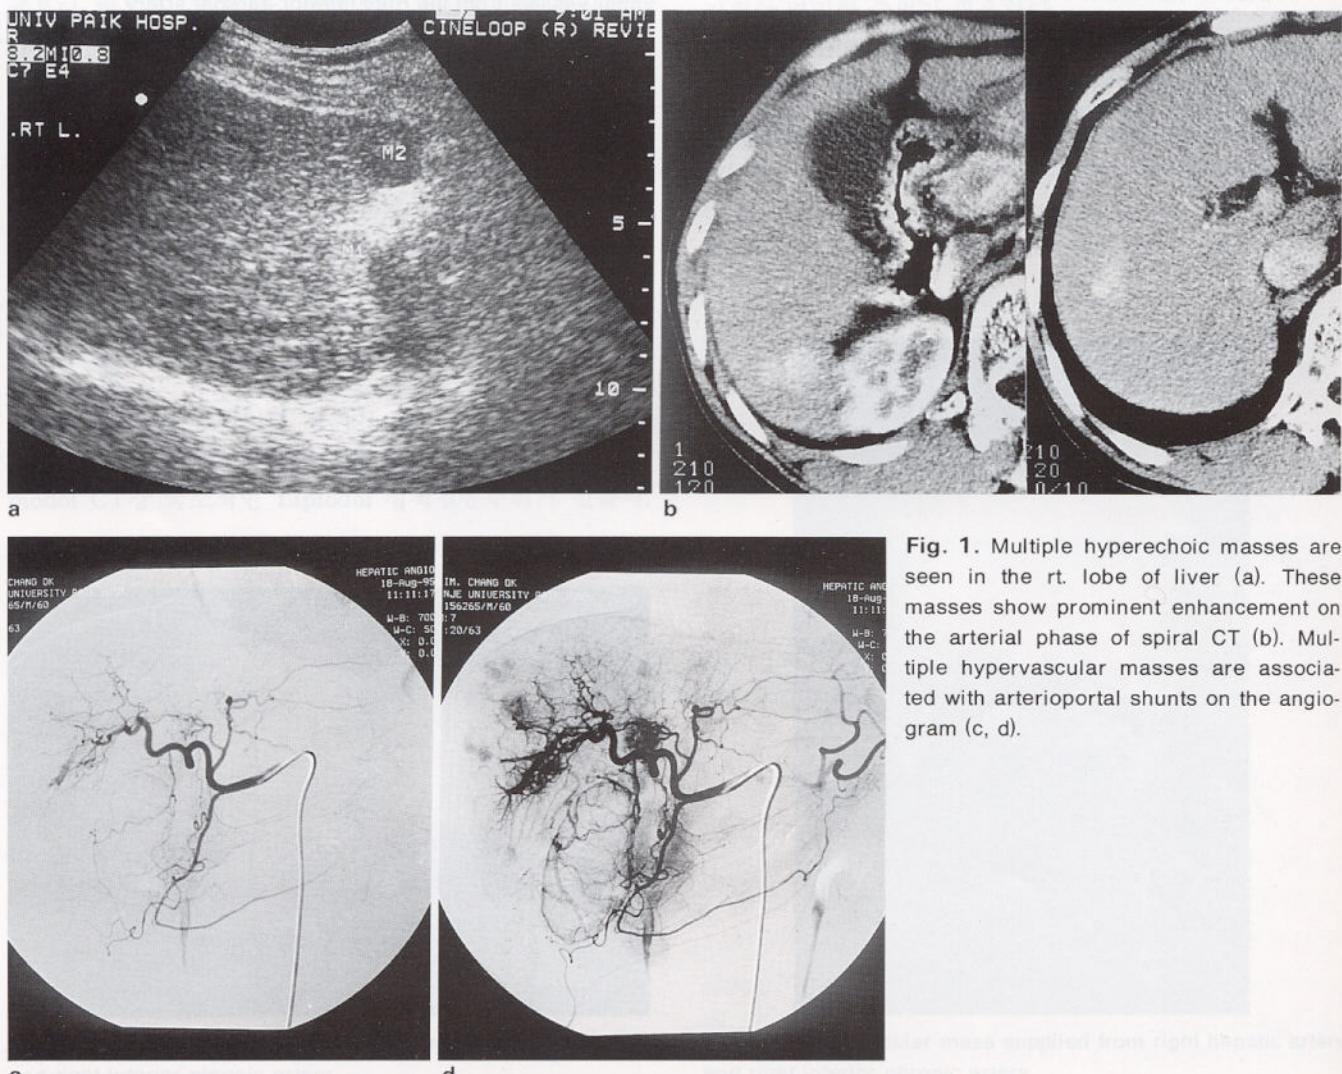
Multiple hyperechoic masses are seen in the rt. lobe of liver (a). These masses show prominent enhancement on the arterial phase of spiral CT (b). Multiple hypervascular masses are associated with arterioportal shunts on the angiogram (c, d).
